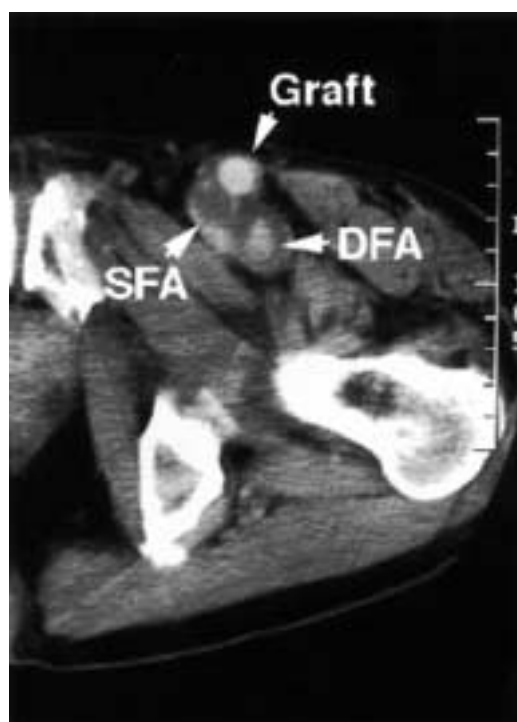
Computed tomography after the aorto-right external iliac and-left popliteal artery bypass
